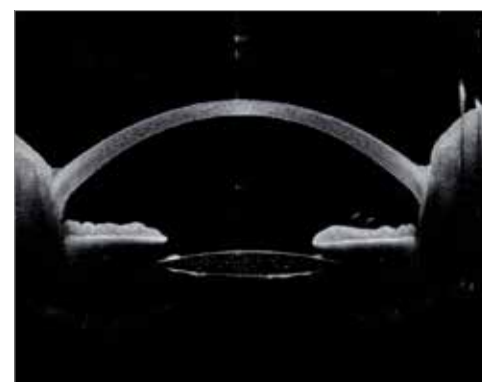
Оптическая когерентная томография переднего отрезка глаза после операции
